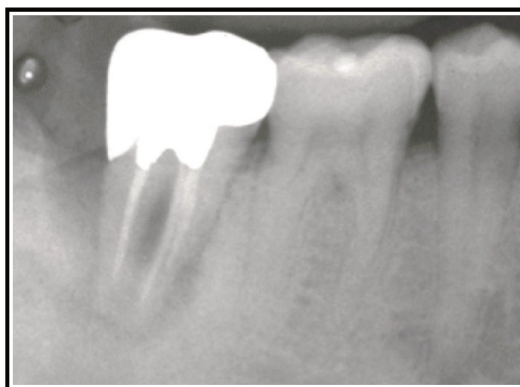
Radiographie rétro-alvéolaire préopératoire d'une molaire présentant une lésion péri-apicale [19]
